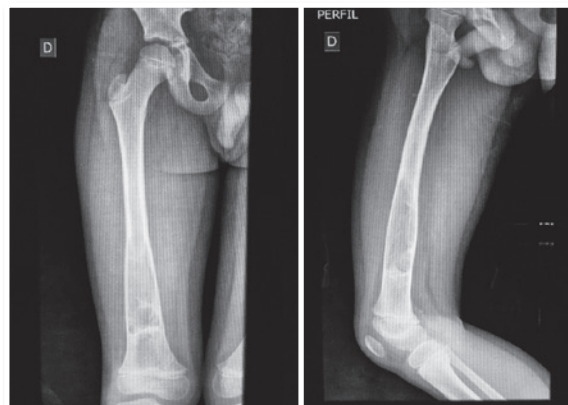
Radiografia em AP e P do fêmur direito evidenciando a presença do cisto ósseo
